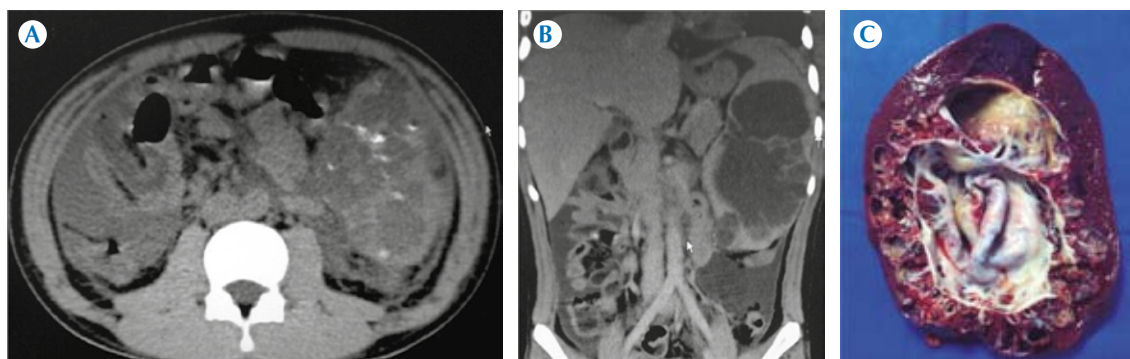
Hombre de 16 años con hallazgo incidental de lesión esplénica, multifocal hipodensa, con calcificaciones intralesionales, múltiples. A) Selección de imágenes de tomografía axial. B) Reconstrucción multiplanar coronal posterior al contraste intravenoso, sin reforzamientos anormales, que delimita la coalescencia de las lesiones con patrón de atenuación líquido esplénicas. C) Obsérvese lo exquisito de la correlación por imagen y de patología que demuestra quiste epitelial esplénico de 8.5 cm de eje mayor, con fragmento de tejido fibroadiposo con necrosis coagulativa, inflamación crónica severa así como inflamación aguda abscedada.
